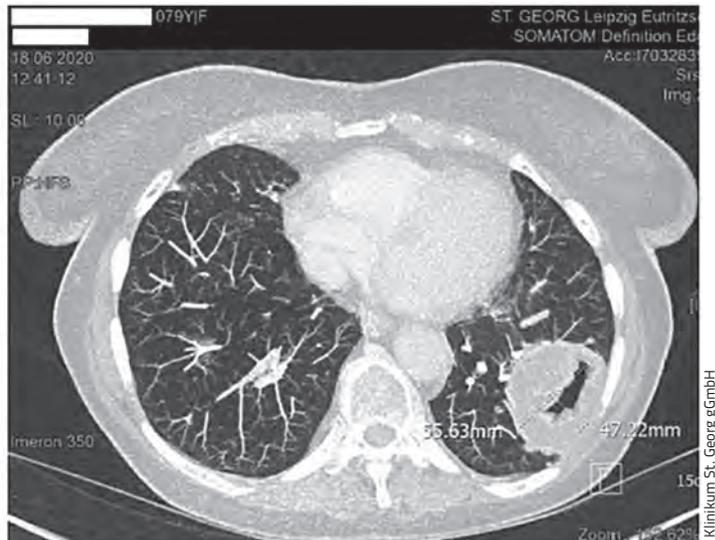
CT-Thorax vom 18. Juni 2020 (nach vier Zyklen Cyclophosphamid)
